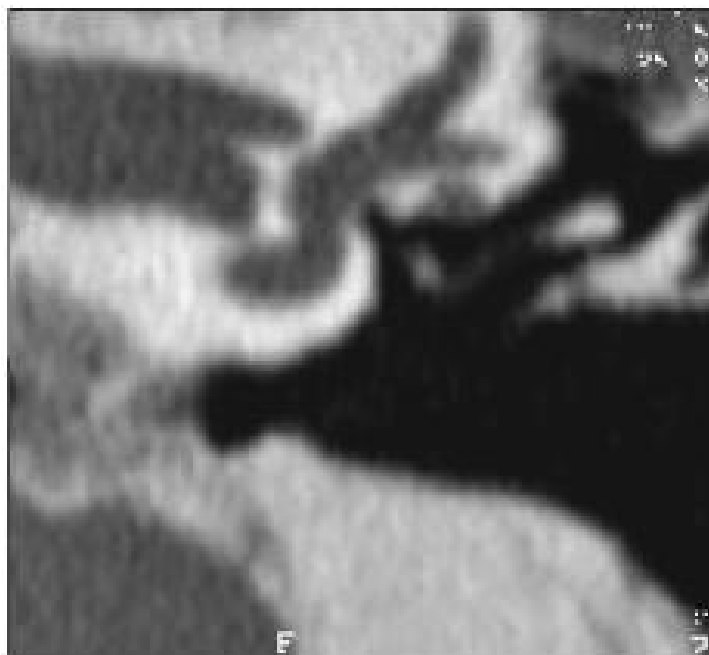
Coupe TDM coronale[D].
